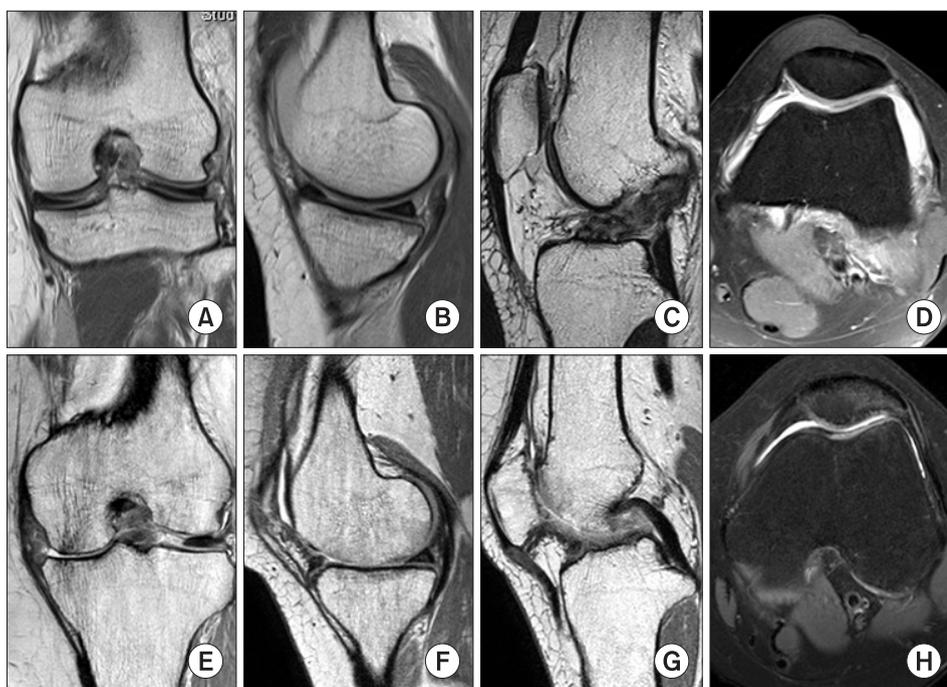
MR images of a 37-year-old female before arthroscopic procedure show an swelling and partial tear of the anterior cruciate ligament and lateral meniscal injury in the left knee (A-D). MR images 11 months after arthroscopic procedure show tricompartmental chondrolysis, subtotal meniscectomy state of the medial meniscus and focal chondral defect of trochlea groove (E-H).
